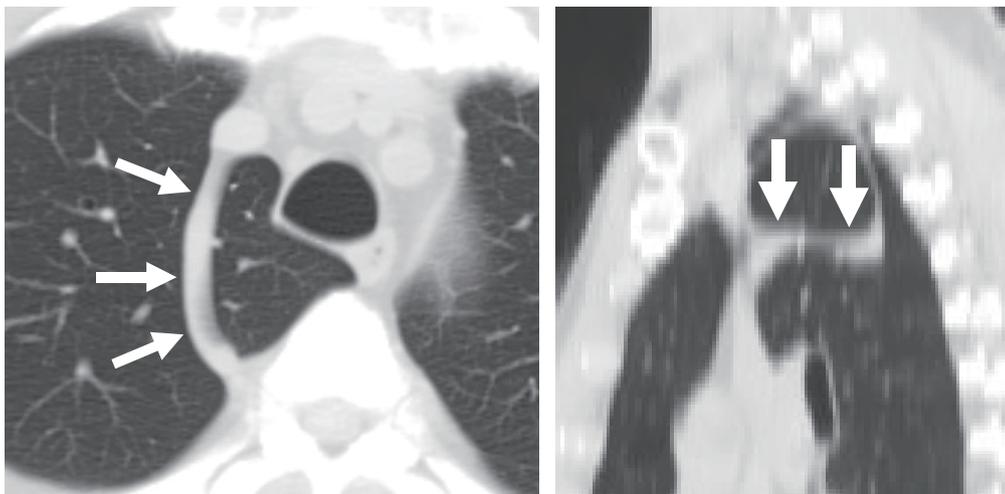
別の奇静脈葉例: CTの横断像(左)と矢状断像(右): 矢印は肺葉を挟み込む奇静脈
